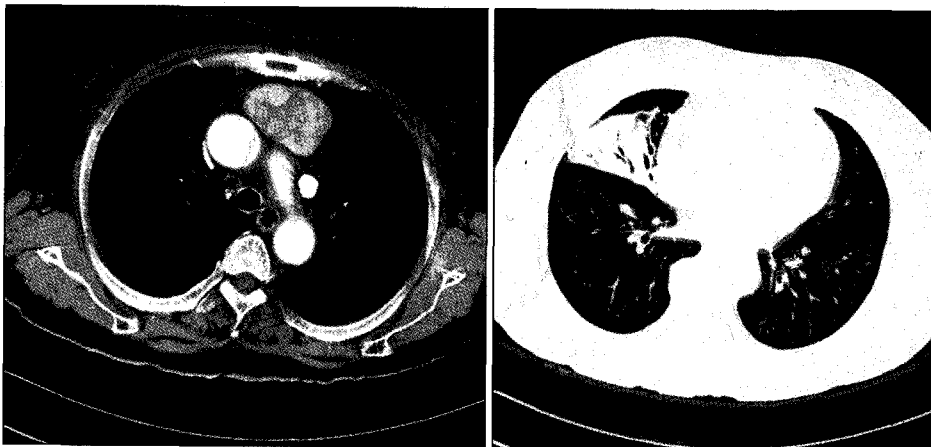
Chest CT with enhancement shows well defined-heterogenous enhancing mass in the anterior mediastinum (5.5×3.7 cm size) with lobar pneumonia in right middle lobe.
